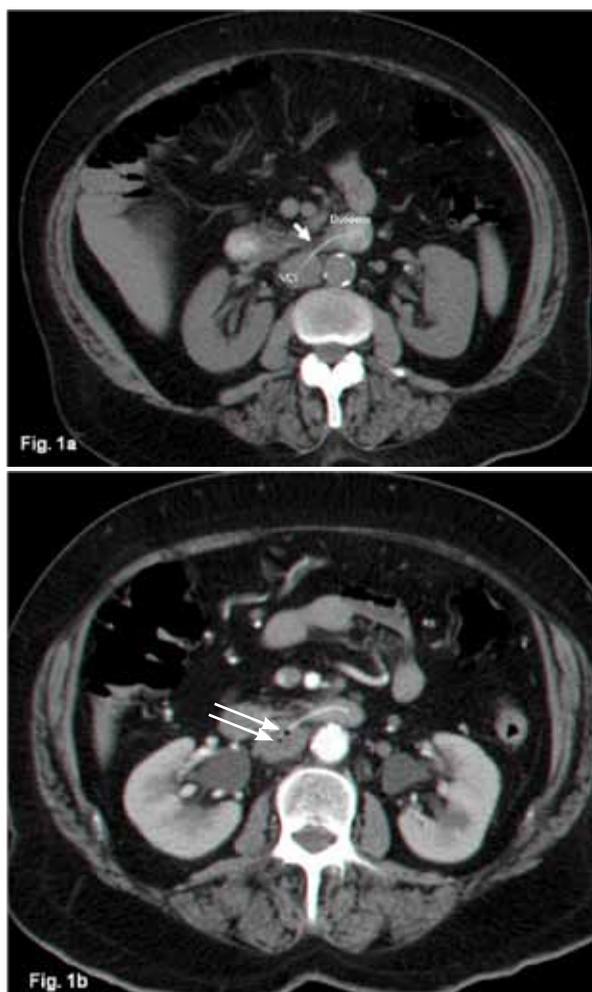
Imagens de TC abdominal. a. TC efectuado seis dias após a admissão, onde é descrito pela primeira vez a presença um corpo estranho (seta) que perfurou o duodeno, entrando parcialmente na VCI. b. TC efectuado na admissão, onde já se observava o corpo estranho, sendo possível visualizar pequenas bolhas de ar na VCI (setas).
